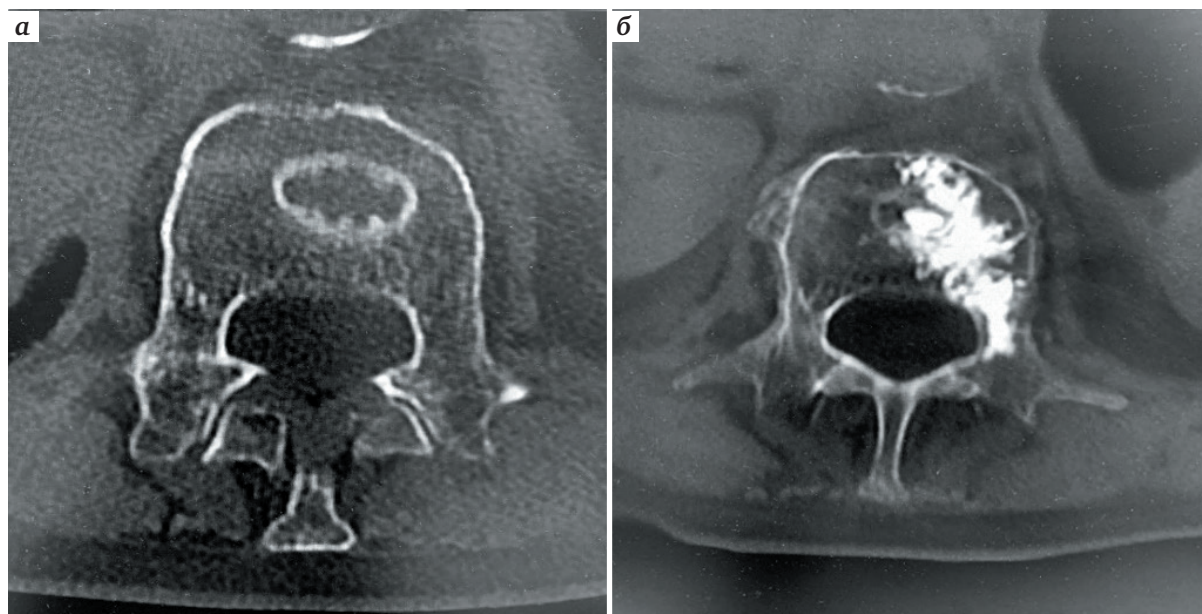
Компьютерная томограмма L2-позвонка: а – до выполнения чрескожной вертебропластики; б – после выполнения чрескожной вертебропластики
